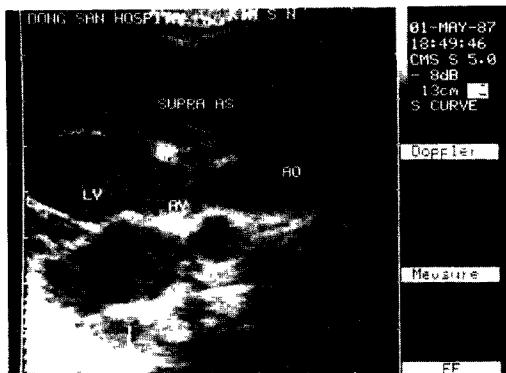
2-Dimensional parasternal long axis view of the left ventricle during systole. Note narrowed supravalvar region and normal aortic valve mobility.
